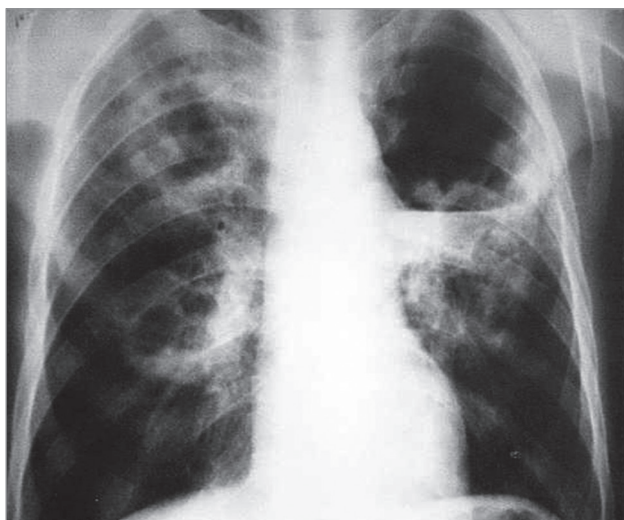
Двусторонние абсцессы легких. Рентгенограмма
